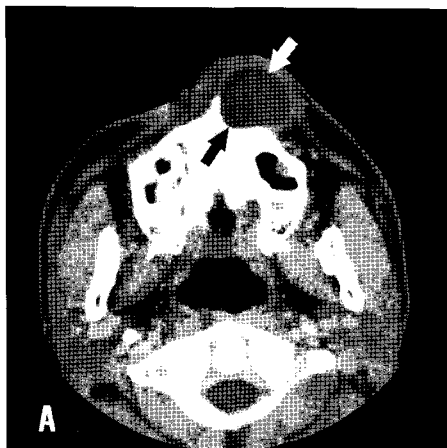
CT images show the ovoid shaped well-defined soft tissue cystic lesion(3.5 cm × 3.5 cm) with bone dehiscence on the axial(A) and coronal(B) view.
